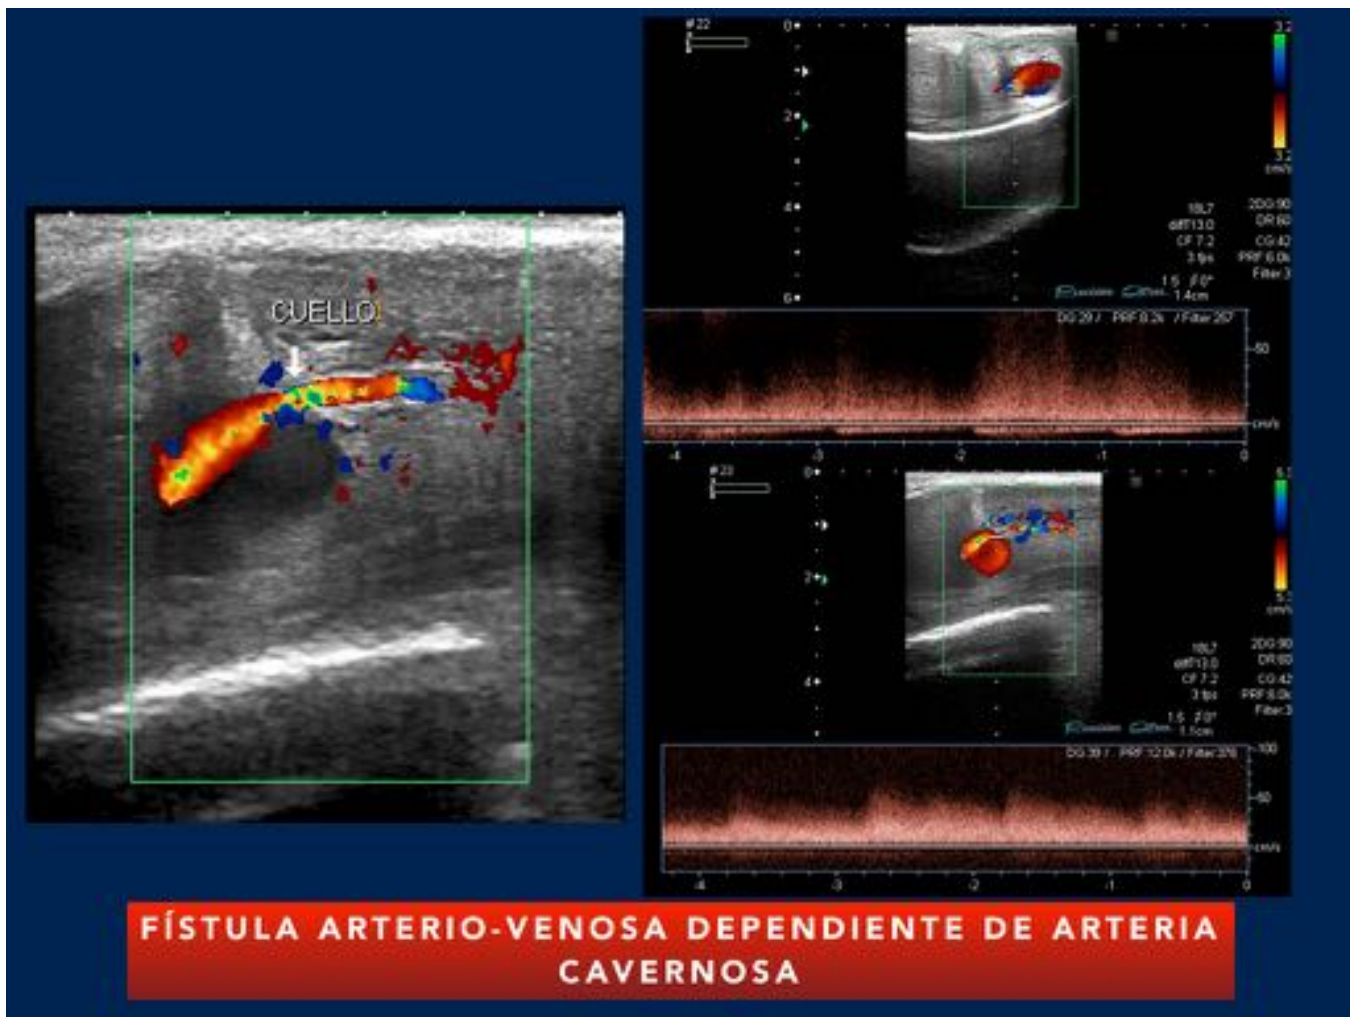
Figura 3. Priapismo de alto flujo en un paciente con traumatismo perineal 5 días antes de consultar en puertas de urgencias. Se observa una lesión nodular hipoeoica en el tercio medio del cuerpo cavernoso izquierdo. Tras aplicar el Doppler color, observamos la imagen típica del “yin-yang” de los pseudoaneurismas.
